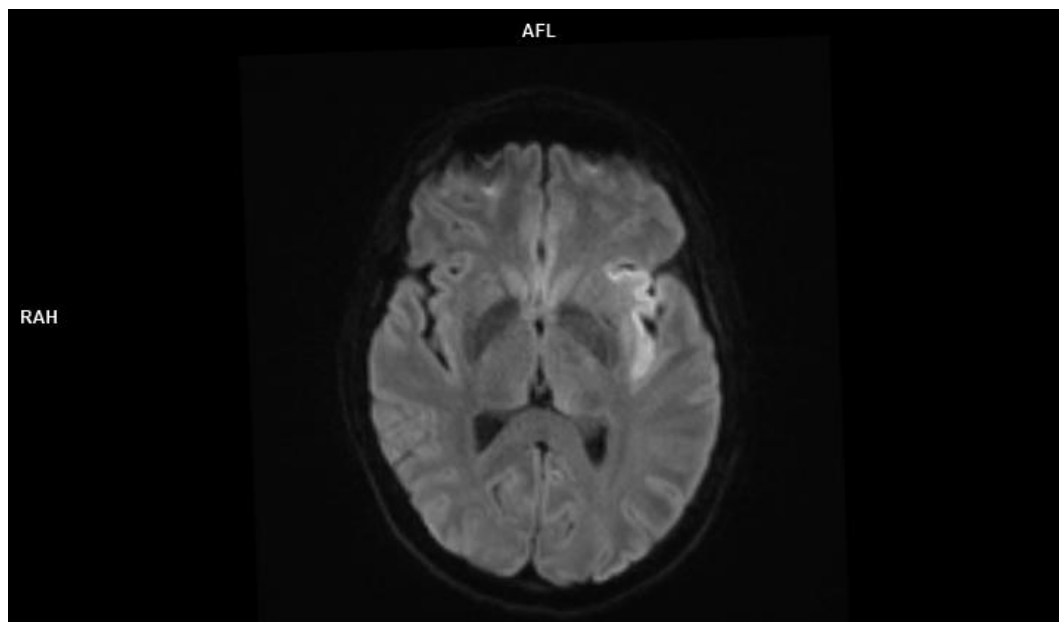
Magnetic resonance (MR) diffusion-weighted imaging (DWI) obtained on day 3 of hospitalization demonstrates areas of diffusion restriction involving the anterior part of the left temporal lobe and extending superiorly into the left insular cortex.
